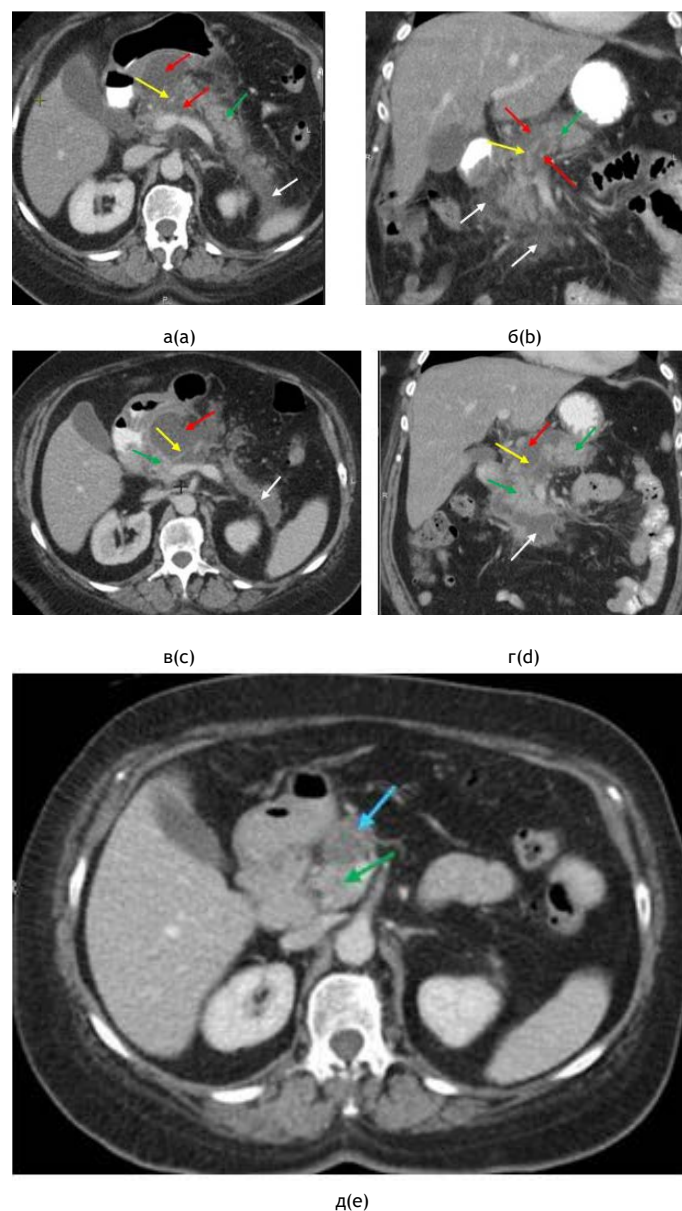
Компьютерные томограммы больного на 3 сутки (а, б), 17 суток (в, г), 8 месяцев (д), от начала ОП. Венозная фаза, аксиальная (а, в, д), фронтальная (б, г) проекции. Зона некроза в области шейки ПЖ (красные стрелки), жизнеспособная паренхима в области головки, тела и хвоста ПЖ (зеленые стрелки). Сохранный ППЖ в области некроза (желтые стрелки). Локальный парапанкреатит (белые стрелки). ЖС, замещающее область ранее перенесенного некроза (синяя стрелка)
